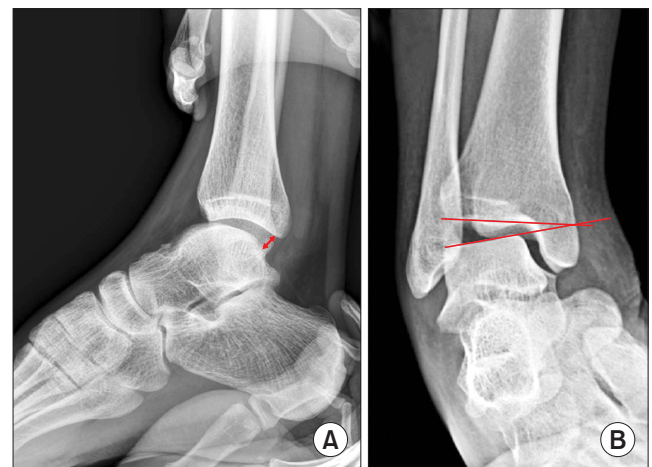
(A) On anterior drawer radiographs, the degree of anterior translation of talus was defined as the nearest distance between the most posterior portion of tibial plafond and talus. (B) With varus stress radiographs, talar tilting was defined as an angle between articular surfaces of tibial plafond and talus.
